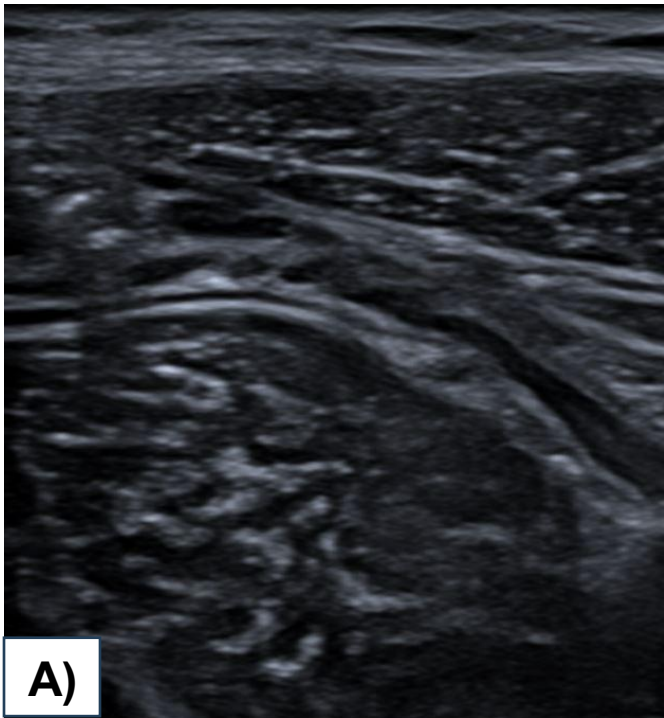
Apendicitis aguda de la punta. Ecografía abdominopélvica. A) y B) Corte longitudinal. Se observa el apéndice, como el resto del tubo digestivo, con sus 5 capas (de dentro hacia fuera): una capa más interna ecogénica, que representa la interfaz entre la mucosa y la luz , una capa hipoecogénica, que correspondería con la mucosa, una capa submucosa ecogénica, una capa muscular propia hipoecogénica y, por último, la capa más externa ecogénica que correspondería con la serosa.
